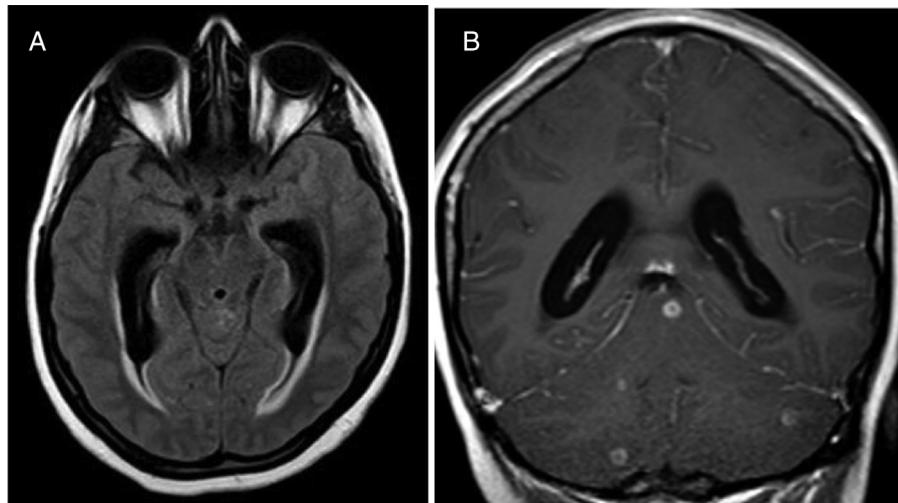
A) RM cerebral mostrando hidrocefalia comunicante en secuencia FLAIR axial. B) Realce meníngeo de contraste con tuberculomas en fosa posterior en T1 coronal tras gadolinio.
